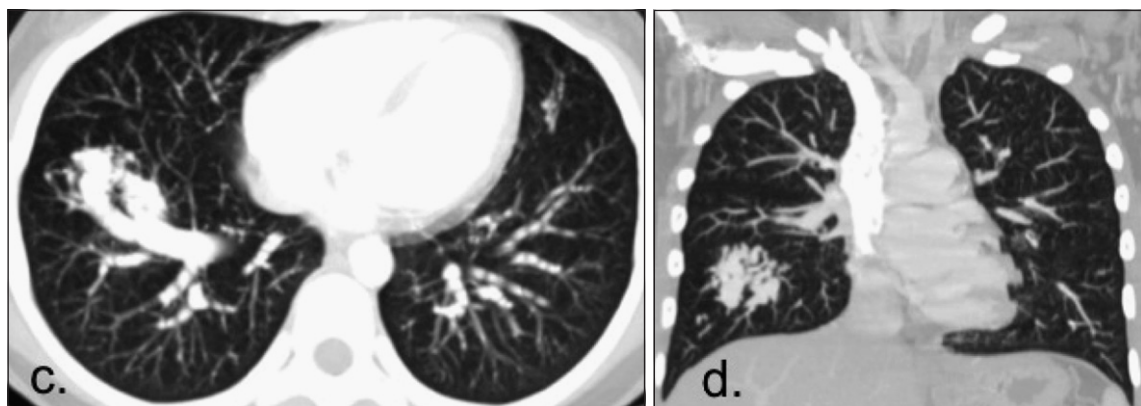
Figura c y d. Angio-TC evidencia estructura vascular (saco aneurismático) concordante con la imagen en LID visualizado en la Rx simple, la que se contrasta en tiempo similar a la aorta (tiempo arterial).
